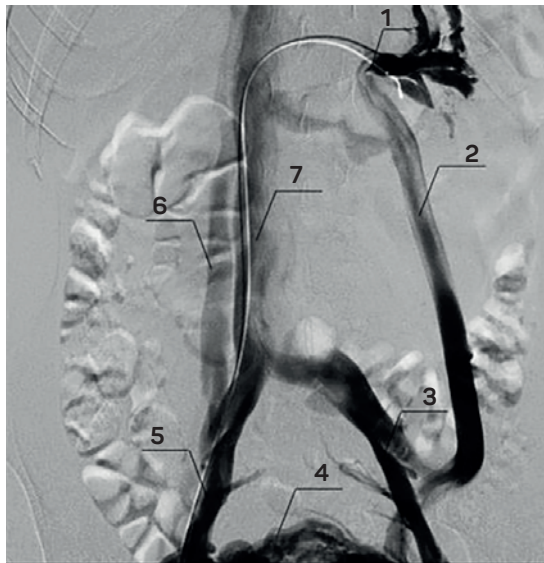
Прямая рентгеноконтрастная флебограмма левой почечной вены пациентки с аортомезентериальной компрессией: 1 — дефект контрастирования ЛПВ в аортомезентериальной порции; 2 — дилатированная левая овариальная вена; 3 — левая подвздошная вена; 4 — варикозное расширение вен малого таза; 5 — правая подвздошная вена; 6 — дилатированная правая овариальная вена; 7 — НПВ
